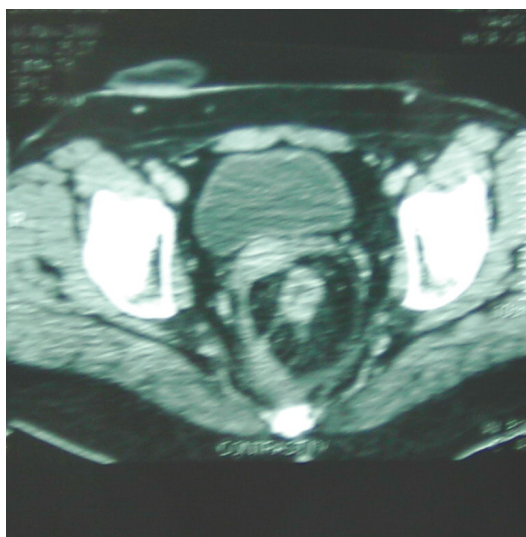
TC- neoplasm rectal
